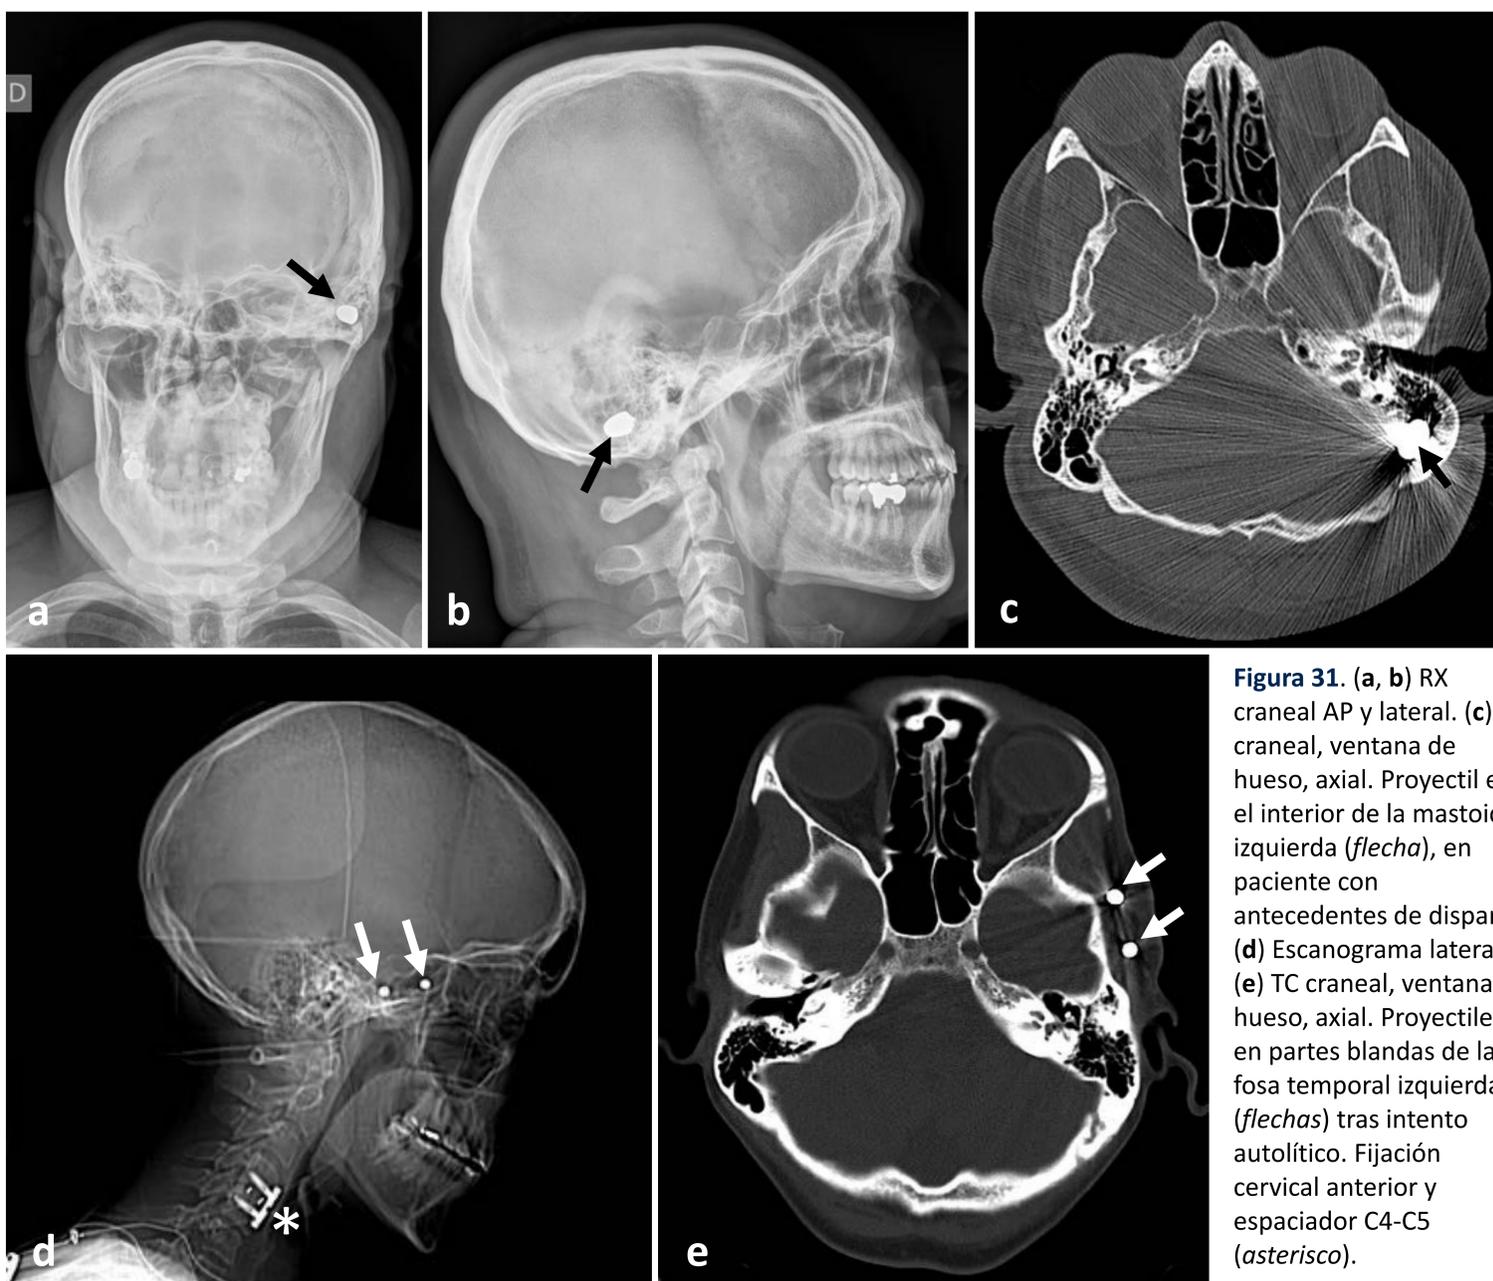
(a, b) RX craneal AP y lateral. (c) TC craneal, ventana de hueso, axial. Proyectil en el interior de la mastoides izquierda (*flecha*), en paciente con antecedentes de disparo. (d) Escanograma lateral y (e) TC craneal, ventana de hueso, axial. Proyectiles en partes blandas de la fosa temporal izquierda (*flechas*) tras intento autolítico. Fijación cervical anterior y espaciador C4-C5 (*asterisco*).
